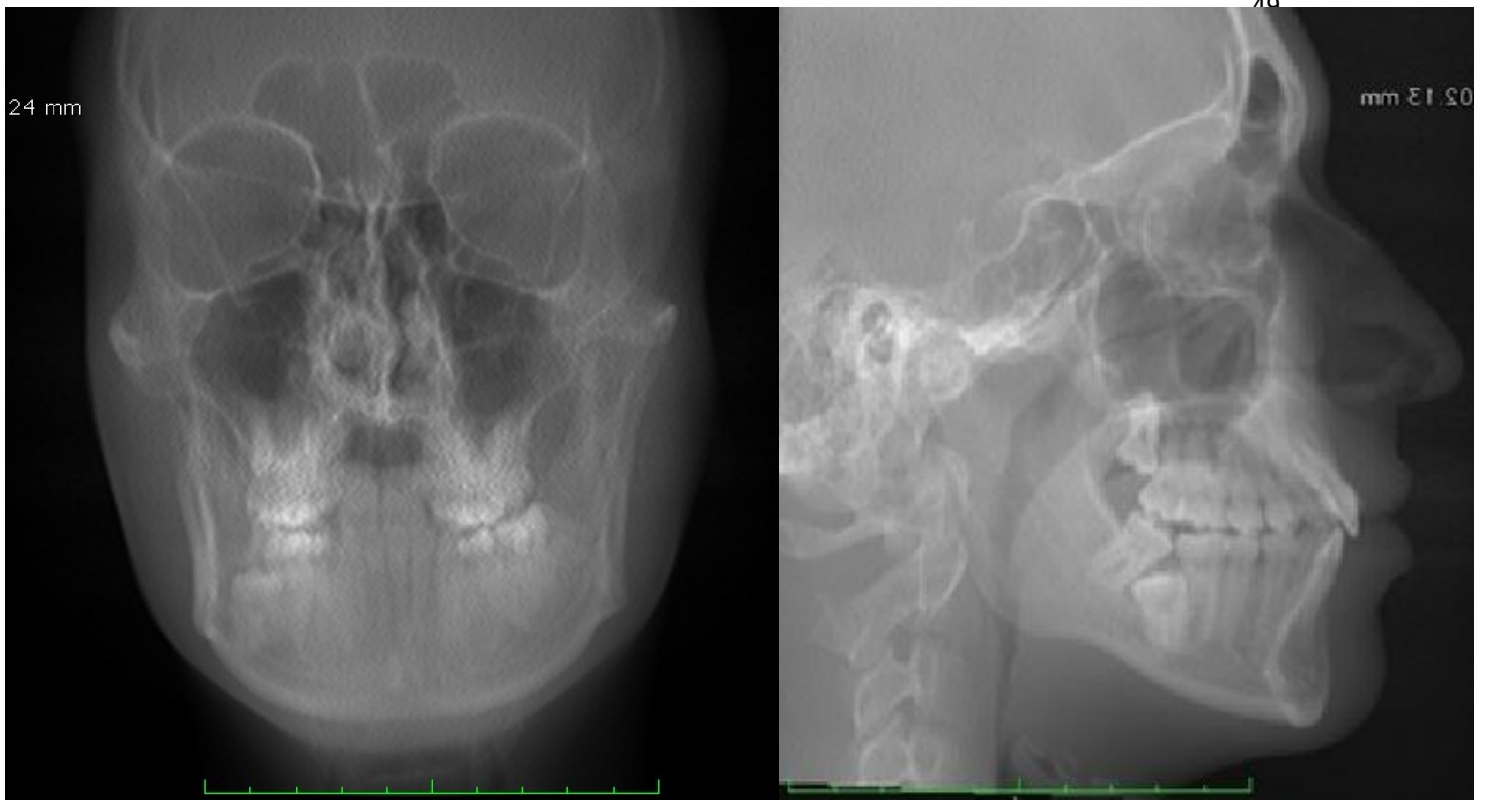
Reconstrução frontal e reconstrução lateral a partir do scout da tomografia.
